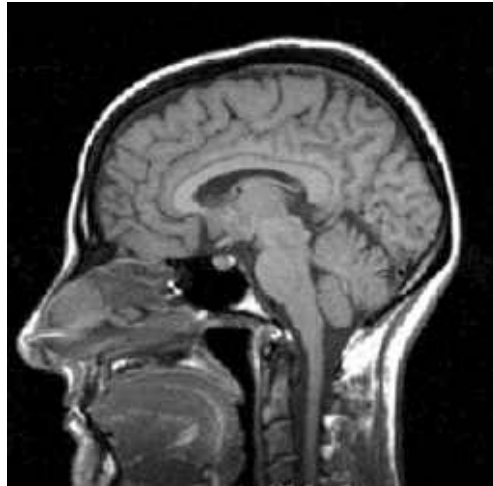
IRM du cerveau (extrait de benoit.tremblais.free.fr) (54).
